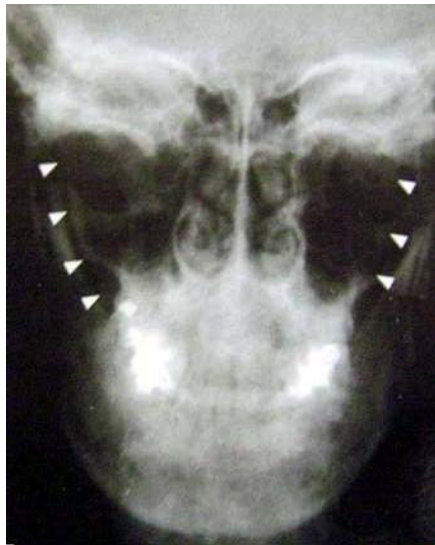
Radiografía Posteroanterior.
